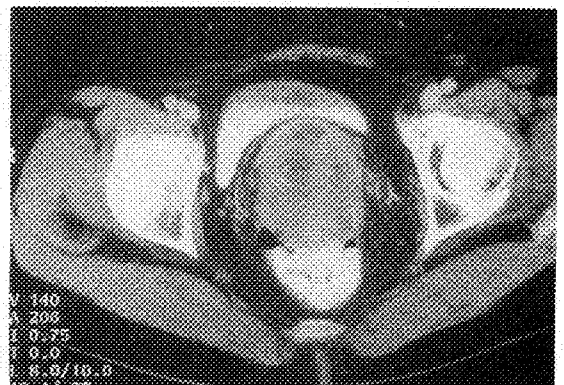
Pelvic CT scan shows about 7×7 cm sized, well defined hypodense mass located between the bladder and rectum with intratumoral necrosis.
